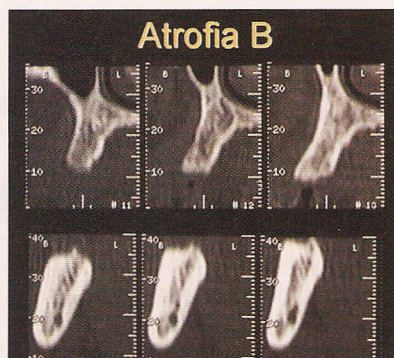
Correlación radiológica (CT) de la atrofia tipo B
